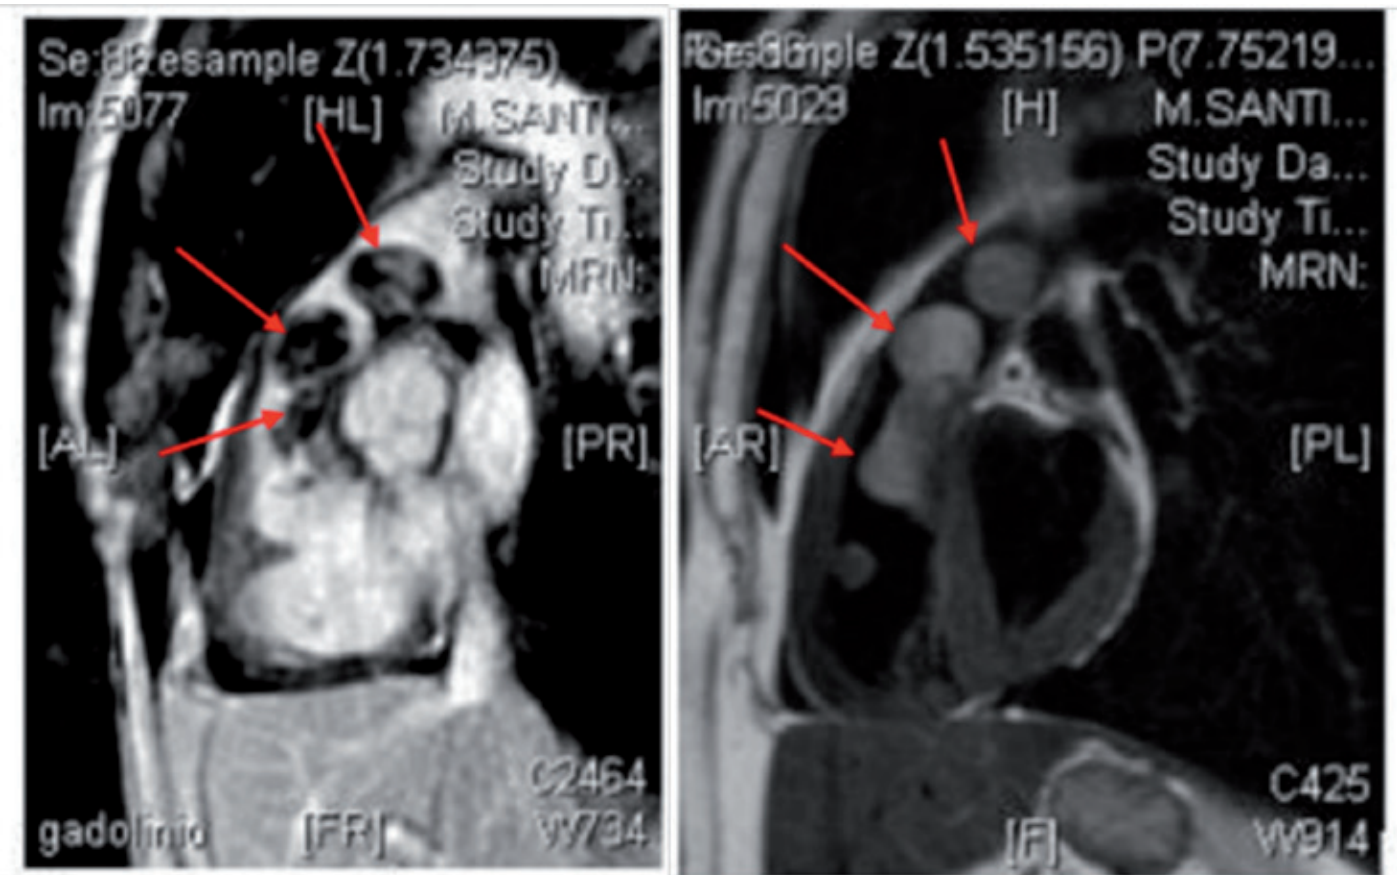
Imágenes correspondientes al estudio con resonancia cardíaca.
